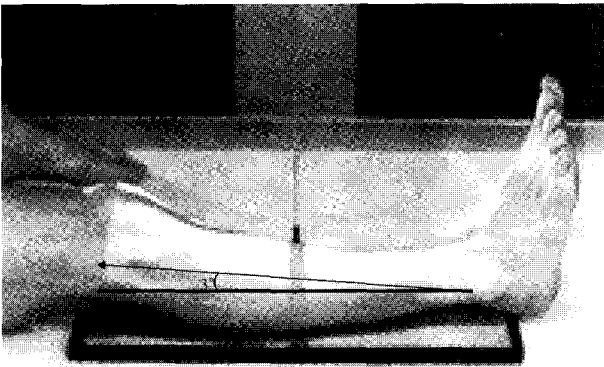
The average of inclination at Tibial region(3°) in the radiography of long bone.
